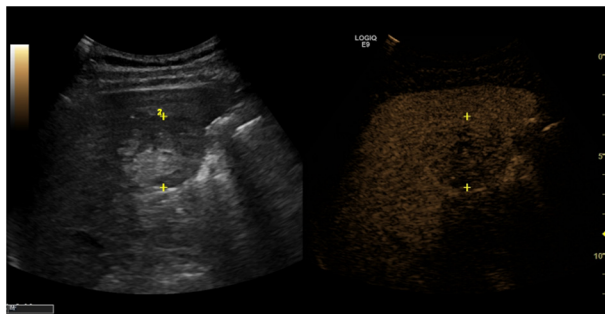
Ecografie cu substanță de contrast. Faza tardivă: wash-out lent specific pentru HCC
